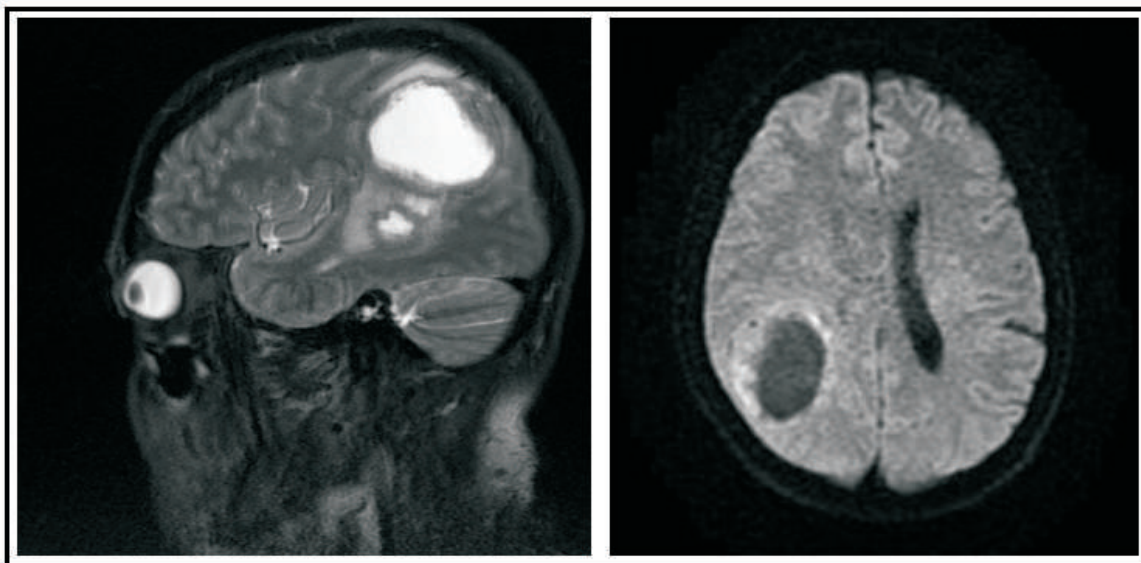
RM cerebral: Tres lesiones ocupacionales en región parietal derecha que comprimen el asta frontal, cuerpo y trigono ventricular adyacente, con desviación de la línea media de 3 mm. Las lesiones presentan hiperintensidad de señal en secuencias T2, y un realce grueso tras administración de contraste con aparente necrosis central.
